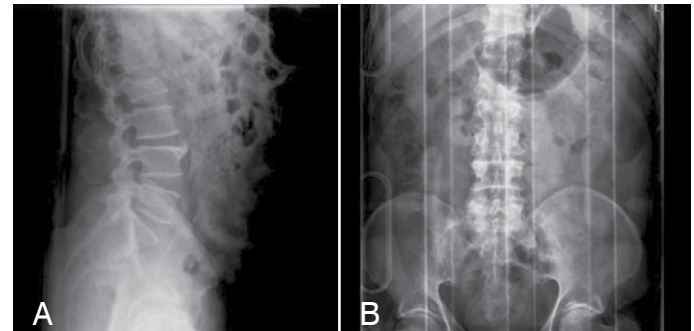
Radiografia pré-operatória de fratura L2 tipo burst. A) Perfil; B) Anteroposterior.
